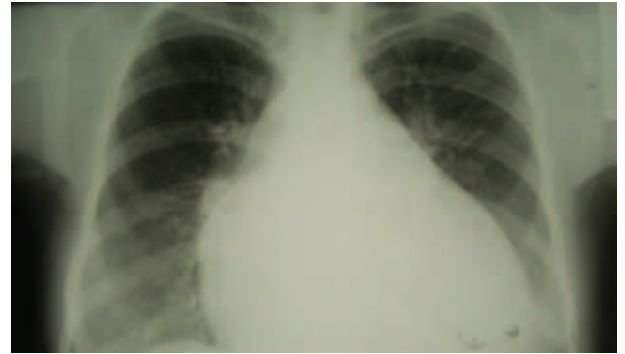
Рентгенография грудной клетки больной Б. при поступлении в стационар
